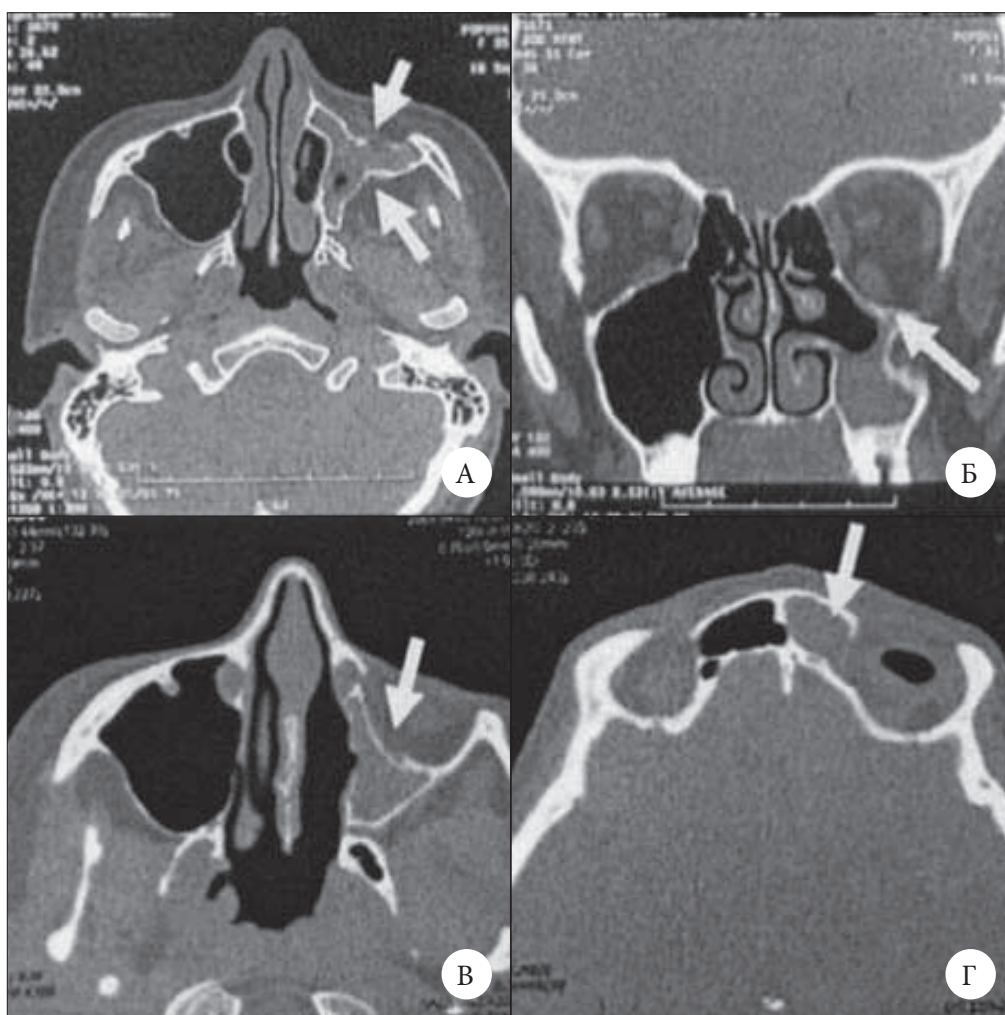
КТ ОНП пациентов с СМС. Первая пациентка: А – аксиальная проекция. Отмечается втяжение стенок левой ВЧП (указано стрелками), пазуха резко уменьшена в объеме, гомогенно затемнена; Б – коронарная проекция. Отмечается опущение дна левой глазницы по сравнению с правой стороной (указано стрелкой), гомогенное снижение пневматизации пазухи. Вторая пациентка: В – аксиальная проекция: резко втянута вовнутрь передняя стенка левой ВЧП, гомогенное снижение пневматизации пазухи (указано стрелкой); Г – коронарная проекция: гомогенное снижение пневматизации левой лобной пазухи (указано стрелкой)
